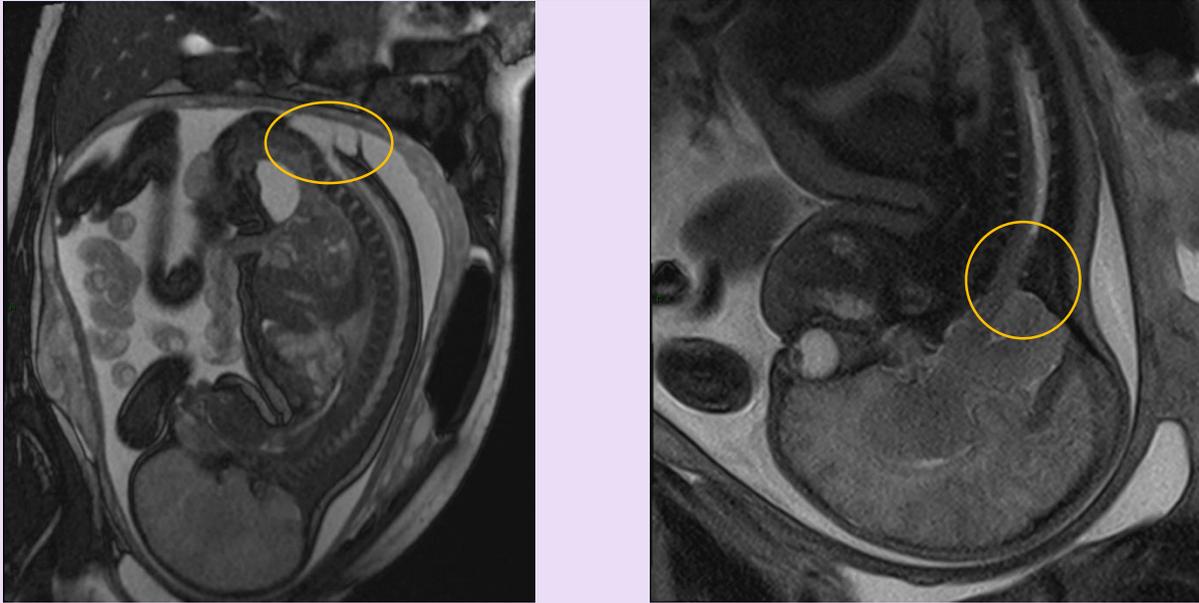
Imágenes de RM en plano sagital del feto que demuestran mielomeningocele asociado a descenso de amígdalas cerebelosas (Malformación de Chiari tipo II).
